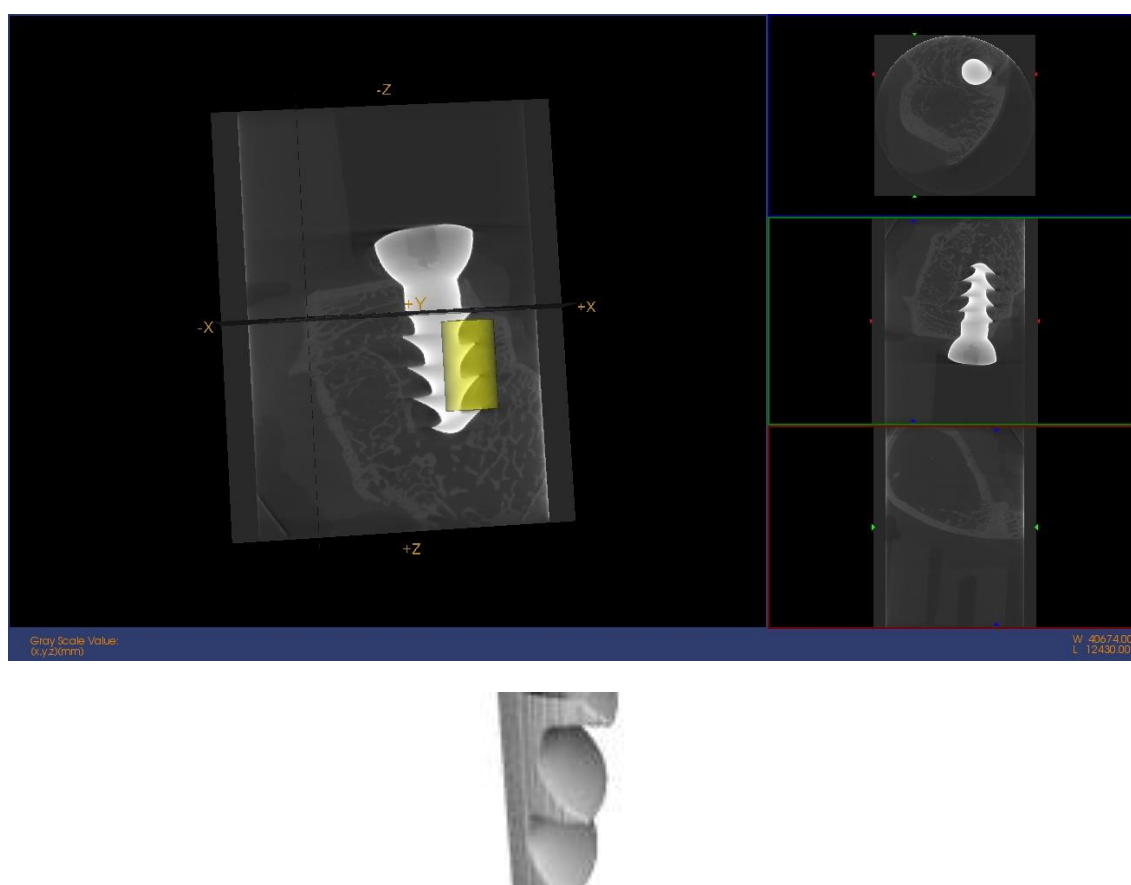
Imagen micro CT e imagen reconstrucción 3D. OHAp 30
